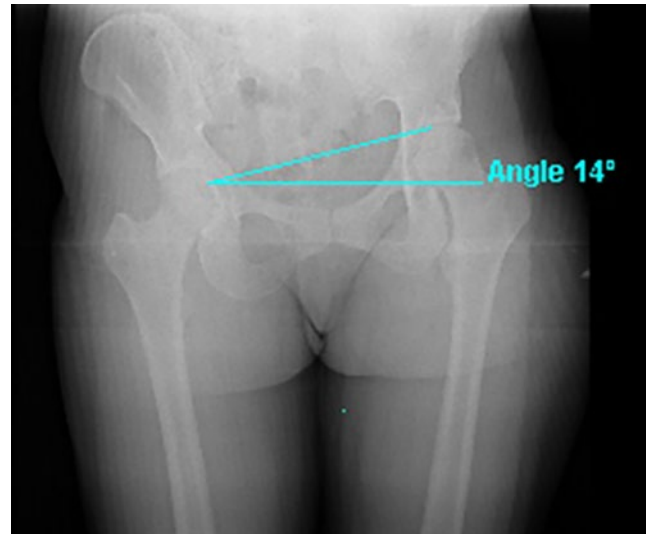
Radiografía de mensuración de los miembros inferiores, en la que se aprecia inclinación de la pelvis hacia el lado derecho de forma compensatoria a la hipertrofia del miembro inferior izquierdo.
